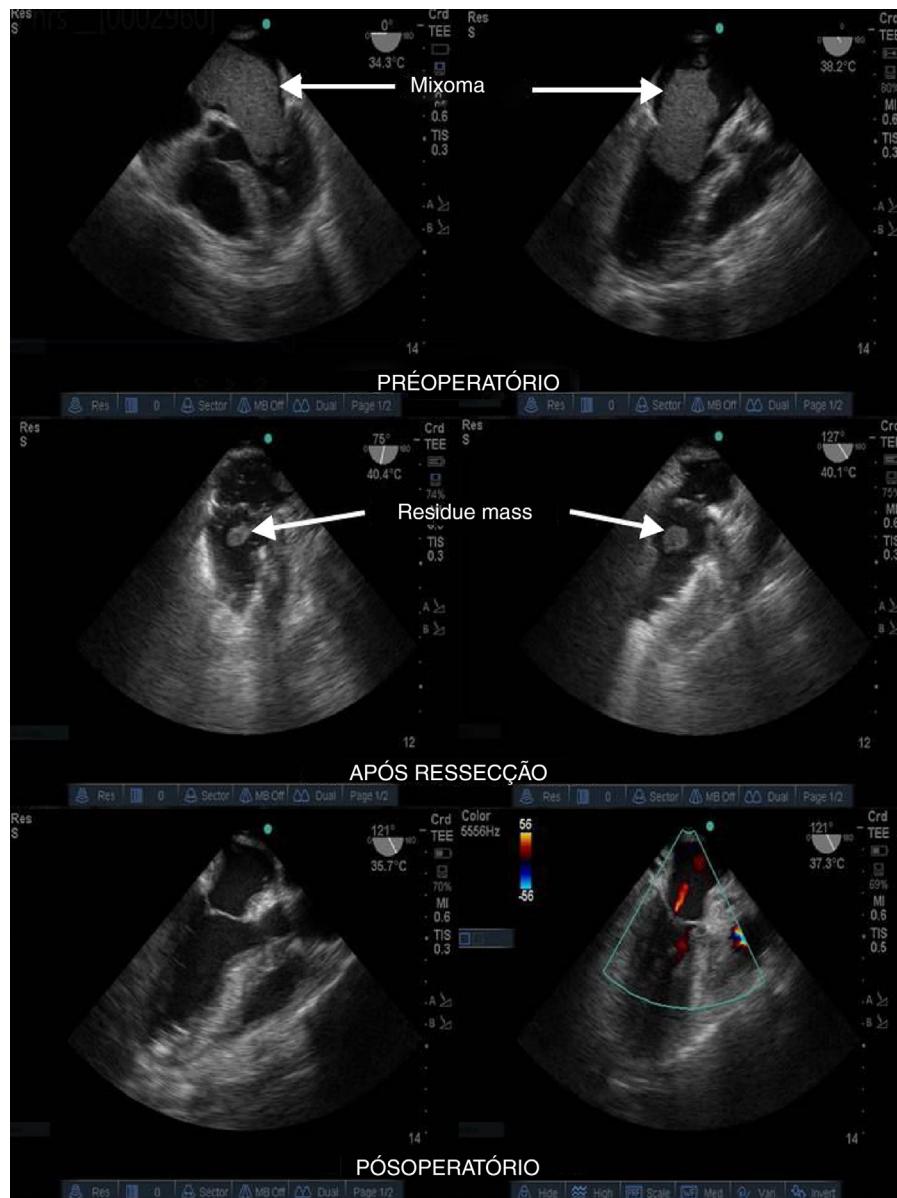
Ecocardiograma transesofágico nos períodos pré-operatório, após ressecção e pós-operatório.
